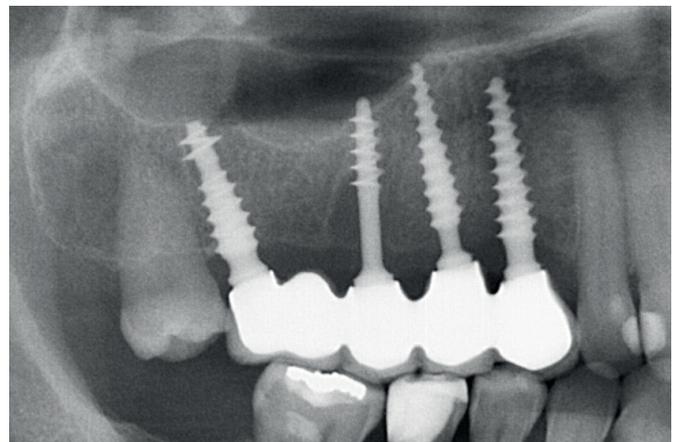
Radiografía de control 2 años después. Nivel óseo sin cambio en el caso del implante KOS Plus®, obsérvese la buena curación ósea en el área del 15. Incluso da la impresión de que se ha producido una reosificación autógena en el área de las puntas del implante.
